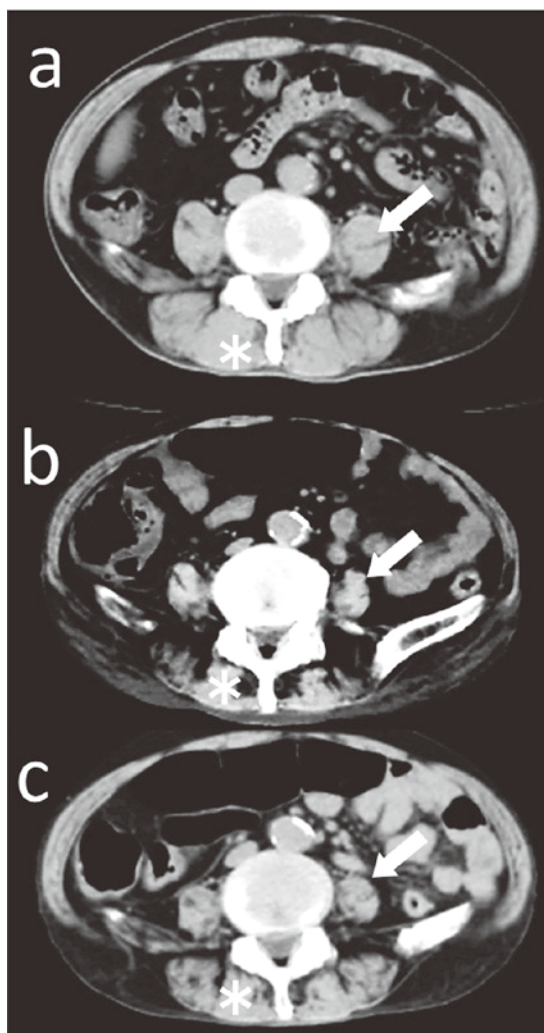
腹部 CT 検査による大腰筋断面積と脊柱起立筋断面積の変動
